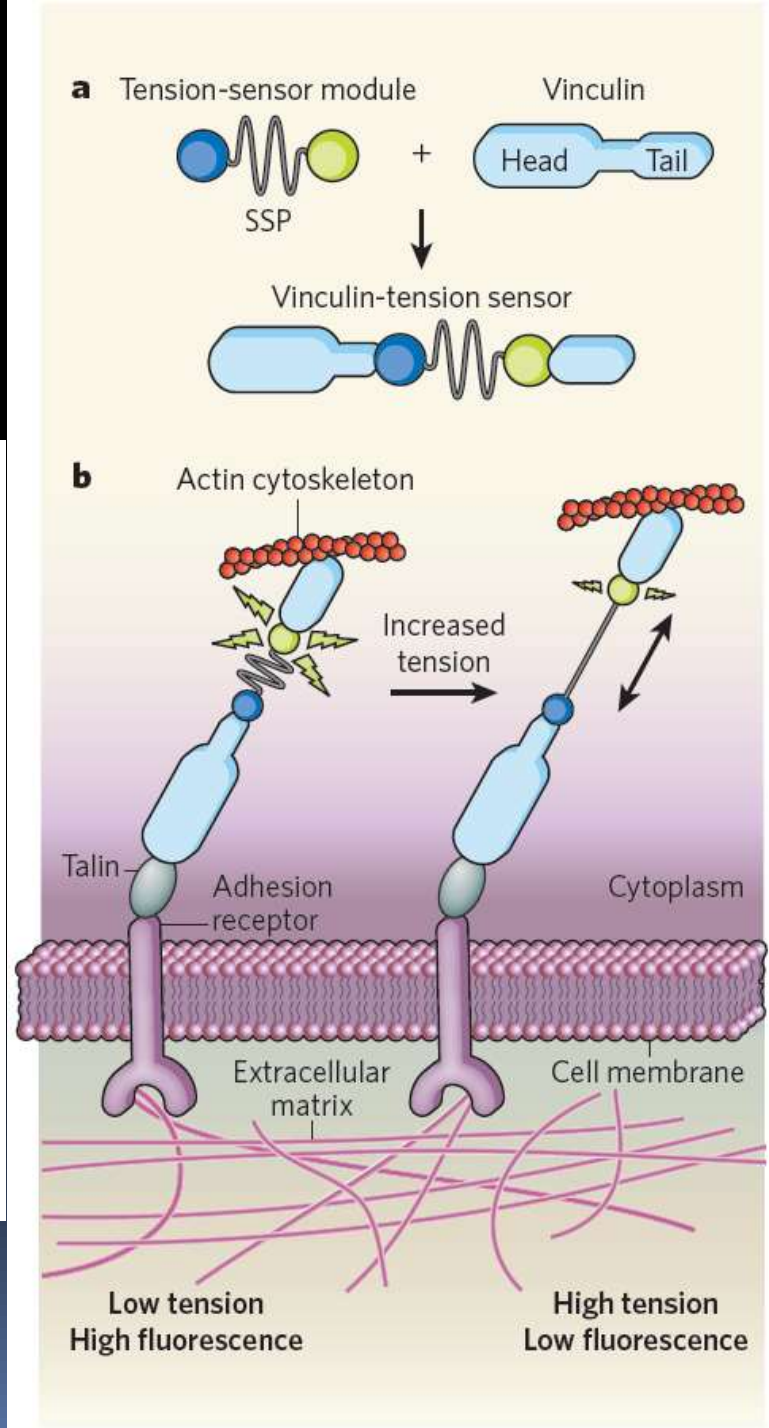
Tension biosensor. a, To measure localized cellular forces, Grashoff *et al.*⁵ designed a tension-sensor module by using an elastic protein segment — 40 amino acids long and derived from the sequence of flagelliform, a spider silk protein (SSP) — flanked by two fluorescent proteins (blue and green). They inserted this sensor module between the head and tail domains of vinculin, a protein component of cell-adhesion structures. b, Increased cellular tension across the vinculin-tension sensor stretches the SSP region, resulting in decreased fluorescence as the two fluorescent proteins are pulled apart (as measured by fluorescence resonance energy transfer). In this way, tension is quantified by measuring changes in fluorescence. (Figure not to scale.)
